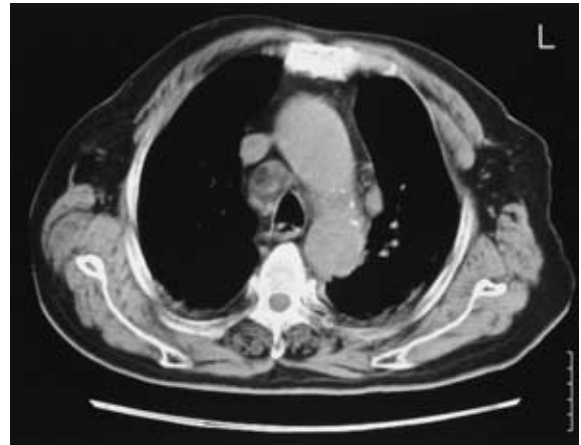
Chest CT on admission showing mediastinal lymphadenopathy with a small amount of pleural effusion
